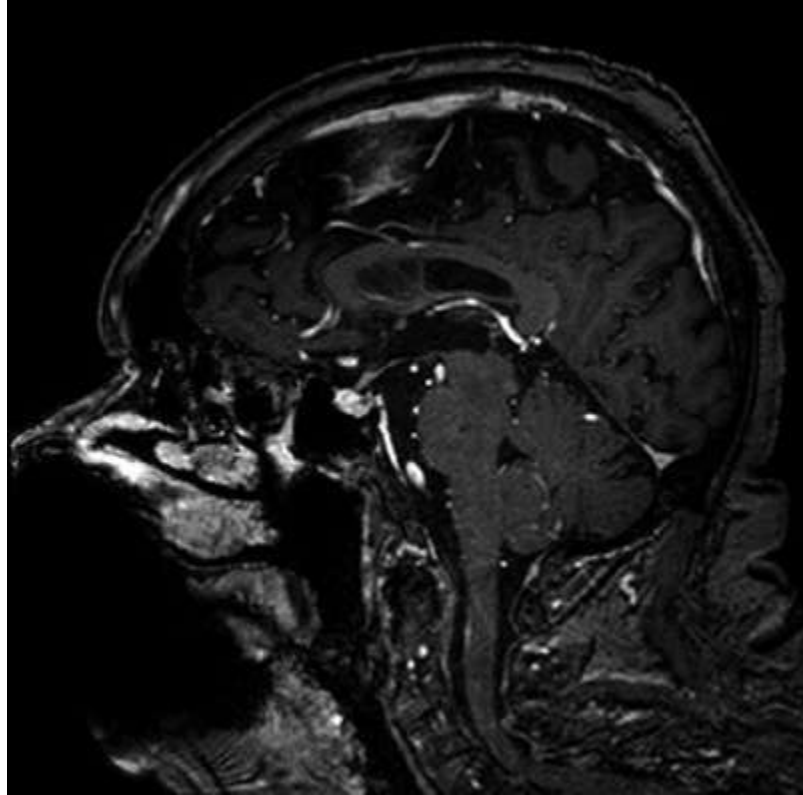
Resonancia magnética nuclear cerebral contrastada
